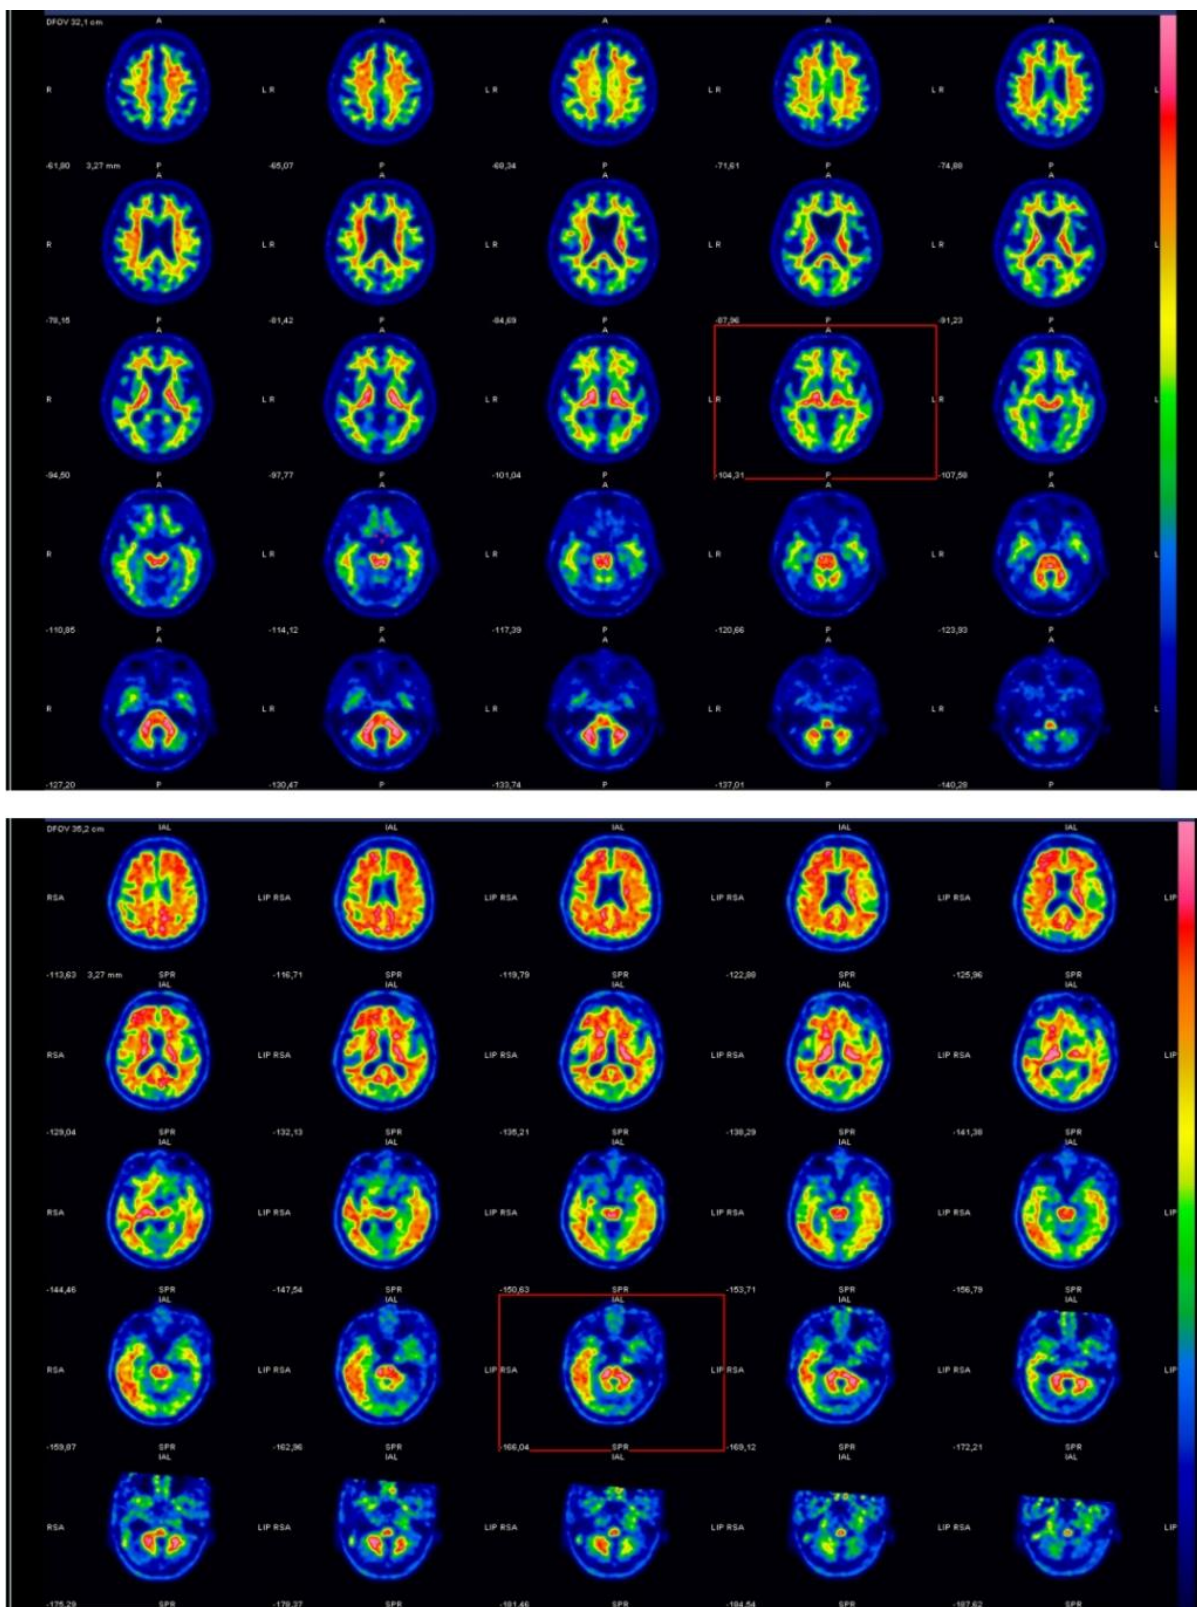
PET acquisition with a radiopharmaceutical for amyloid imaging: above, a negative case, below a positive case (Nuclear Medicine and Molecular Imaging Dpt ASST Spedali Civili di Brescia)
